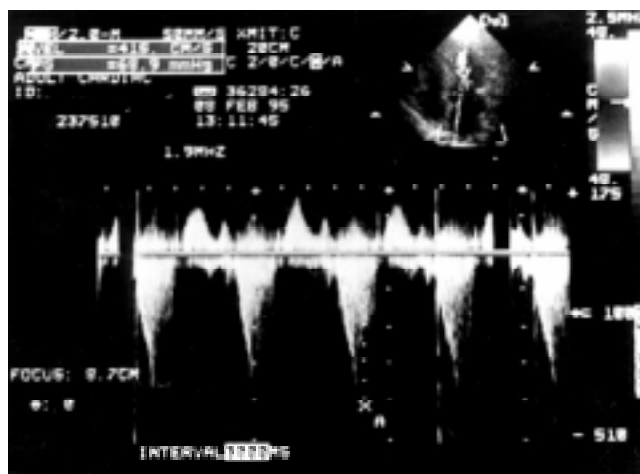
Eco-Doppler en una aproximación apical a nivel subaórtico, en el que se demuestra un gradiente de 69 mm Hg.
